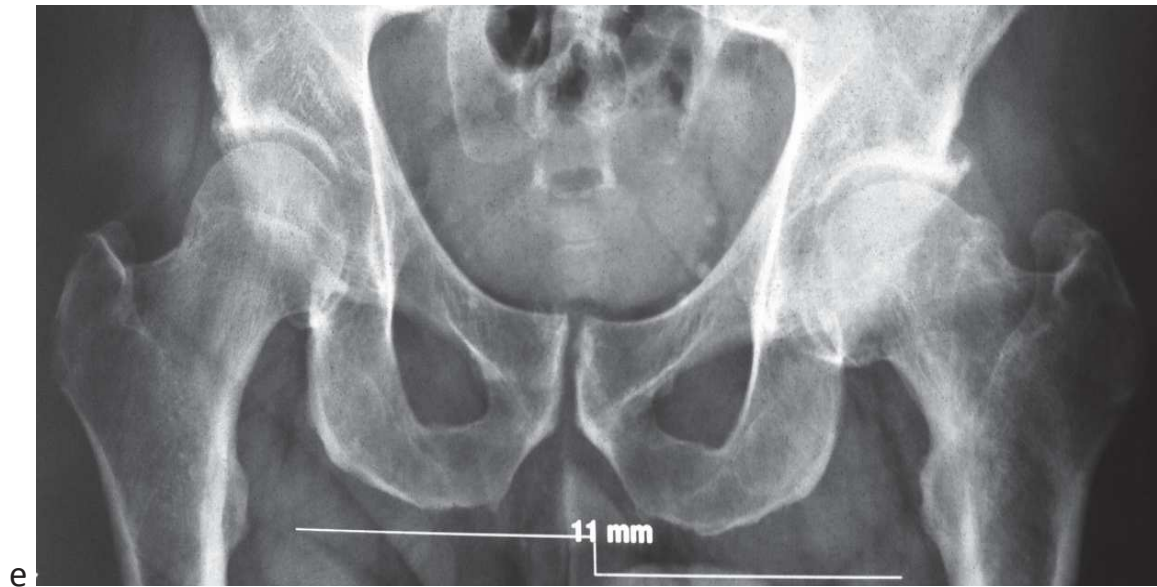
Dossier radiographique complet d'un homme né en 1958, présentant une épiphysiolyse gauche aiguë stade 1 de Southwick traitée par fixation in situ en 1973 (a,b,c,d). Bilan radiographique en 2012 (54 ans) devant la présence de douleurs de hanche à gauche montrant une coxarthrose avec des signes radiographiques de conflit de hanche (bump) et une déformation séquellaire d'épiphysiolyse (translation postérieure de la tête fémorale) (e,f). Cet aspect radiographique séquellaire est fréquemment retrouvé chez des sujets n'ayant pas d'antécédent connu d'épiphysiolyse.
